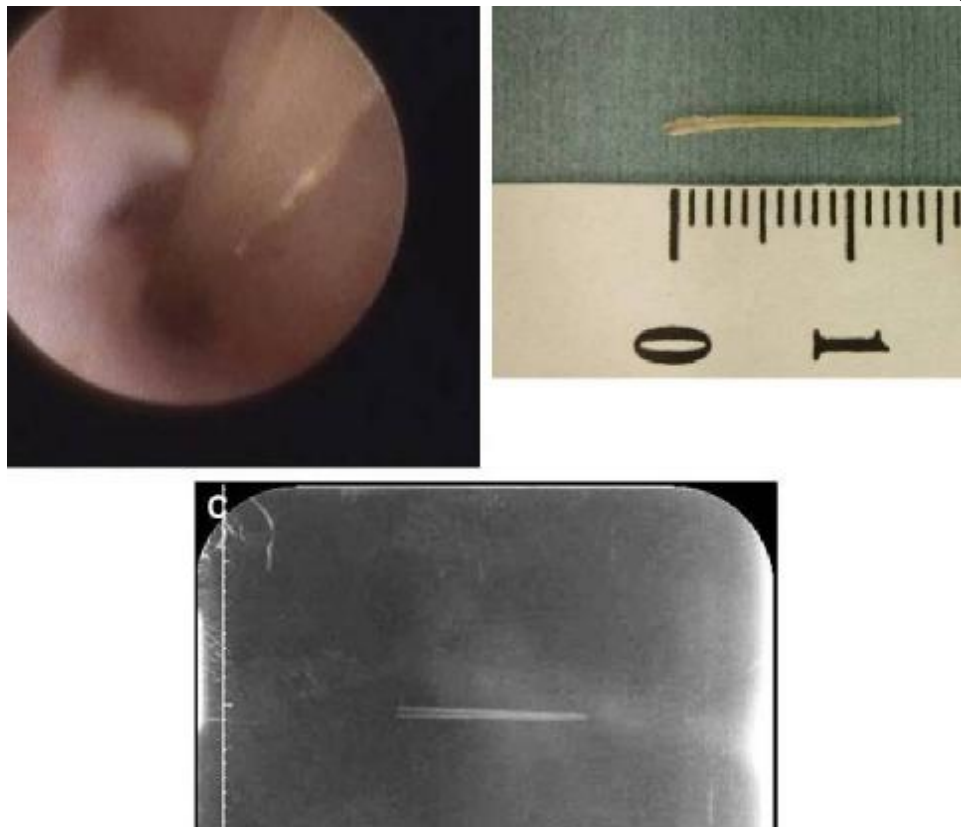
A, Endoscopic view of the fish bone from Stensen's duct. B, The fish bone that had penetrated the parotid duct. C, Radiograph of the removed fish bone.
